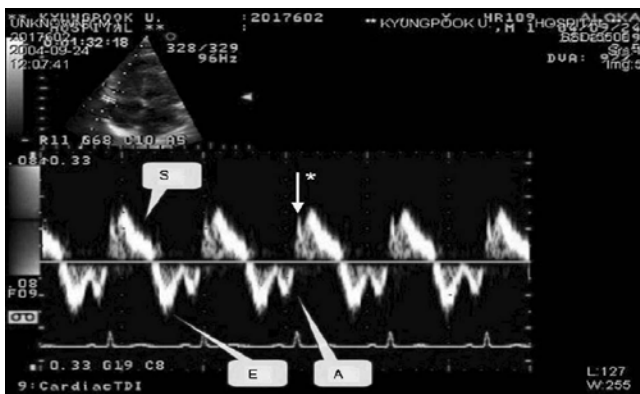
Three wave form of pulsed-wave tissue Doppler imaging S: systolic wave form, E: early diastolic wave form, A: late diastolic wave form, Very low velocity waveforms were frequently present during isovolumic contraction and relaxation, likely representing cardiac translational motion.
